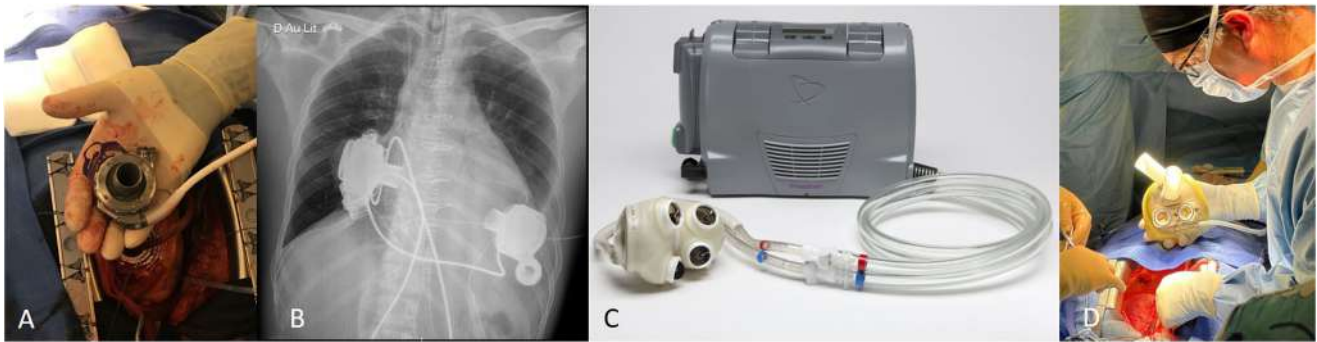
A. Pompe implantable d'assistance ventriculaire gauche de longue durée. B. Radiographie thoracique d'une assistance implantable biventriculaire. C. Cœur artificiel pneumatique type Cardiowest. D. Cœur artificiel total type Carmat.
